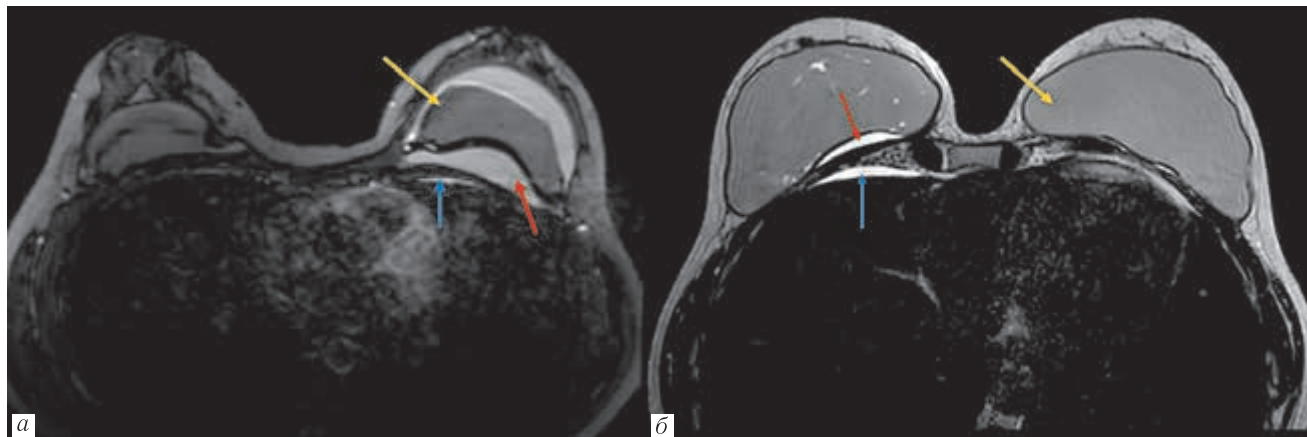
МРТ молочной железы. Серома (красные стрелки) и плевральный выпот в прилежащей области (синие стрелки) у пациенток с состоятельными грудными имплантами (желтые стрелки) и болью в грудной клетке, возникшей через 2 мес после COVID-19 (а) и на фоне COVID-19 (б)
